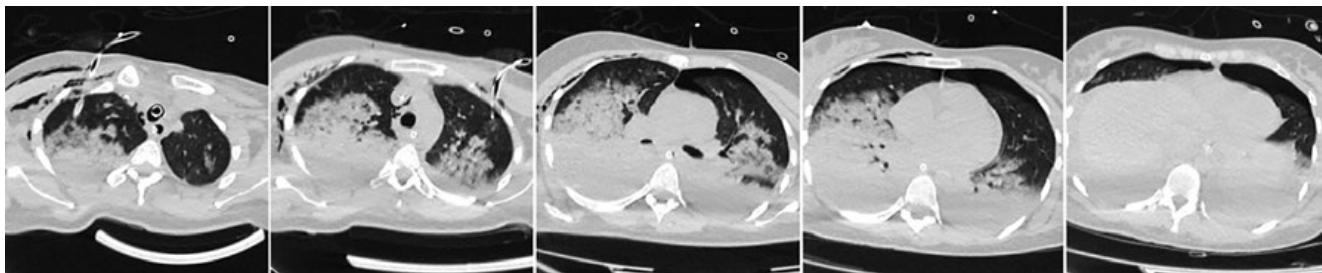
КТ ОГК от 16.08.17. Левосторонний пневмоторакс. Отек легких. С учетом клинических данных может соответствовать проявлениям респираторного дистресс-синдрома.
